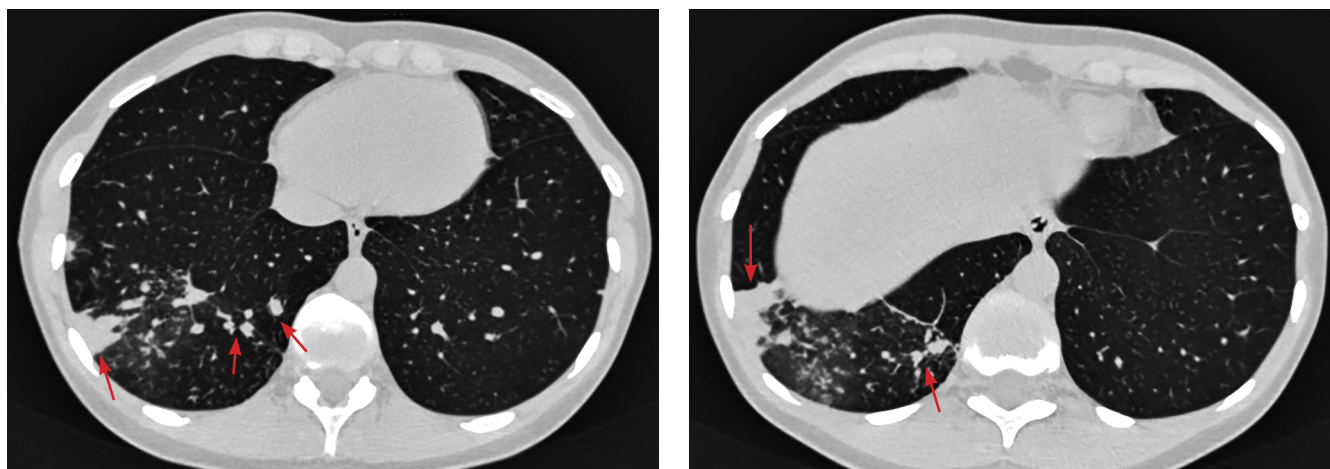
КТ ОГК от 2018 года, стрелками указаны очаги полиморфного характера, склонные к сливанию
